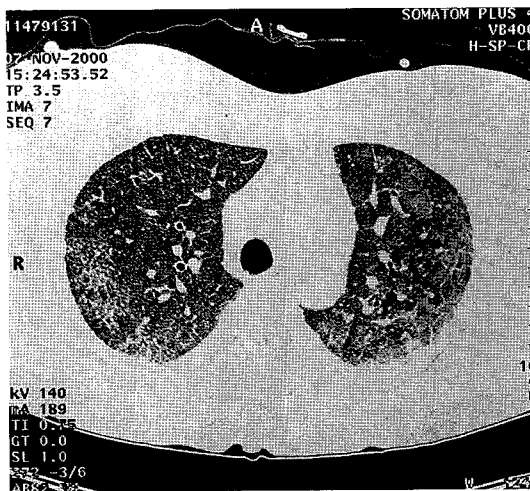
A. HRCT of upper lung zone shows ground glass opacities, predominantly in the peripheral portion and left lung shows mosaic pattern.
